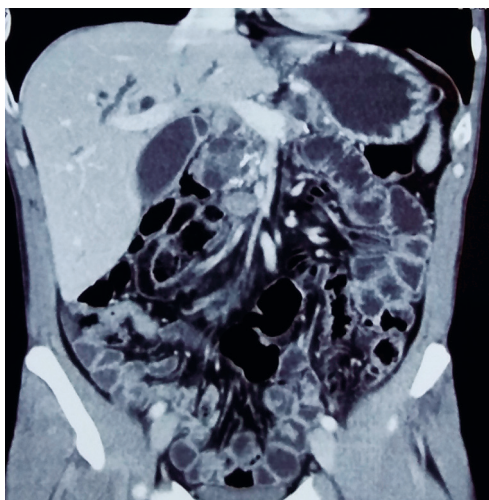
Мультidetекторная (64-срезовая) КТ. Признаки кистозно-солидного образования головки ПЖ, со сдавлением холедоха
